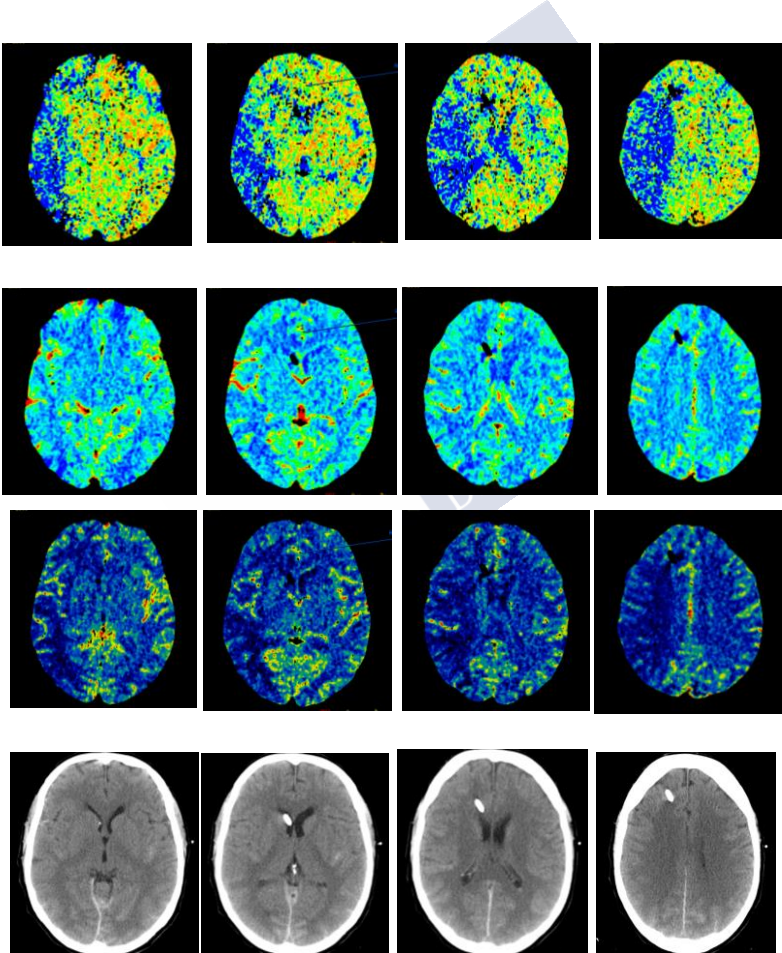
Mapas de color del paciente de la figura anterior. De arriba hacia abajo: TTM, VSC, FSC, TC convencional. Se aprecia asimetría en los mapas de TTM y de FSC, con alargamiento del TTM y disminución del FSC. En el TC convencional no se aprecian signos de isquemia. Nótese el artefacto correspondiente al DVE.
